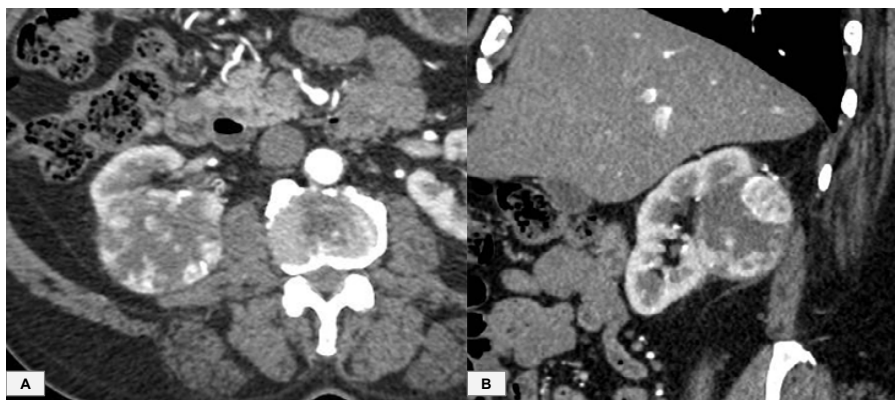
TC de abdome com contraste (fase corticomedular) nos planos axial (A) e sagital (B) evidenciando uma lesão expansiva centrada na cortical posterior do terço superior do rim direito, com área de realce hipervascular e componente necrótico central, sugerindo o diagnóstico de carcinoma de células renais, subtipo células claras.
